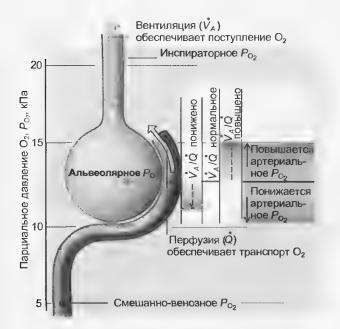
Отношение вентиляции и перфузии  $(\dot{V}_{\rm A}/\dot{Q})$  альвеолы определяет ее газовый состав (здесь показан только O<sub>2</sub>). Альвеолярная вентиляция ( $V_A$ ) определяет доставку  $O_2$  к альвеоле, перфузия ( $\dot{Q}$ ) — отправку  $O_2$  из нее с кровью. Альвеолярное  $P_{O_2}$  определяется через отношение  $V_A/Q$ . Если  $V_A$  повышает Q, т. e.  $V_A/Q$ становится пониженным, содержание О2 в альвеолярном воздухе уменьшается, альвеолярное  $P_{\mathbb{O}_2}$  снижается, а с ним — и артериальное  $P_{O_2}$ . Наоборот, альвеолярный воздух будет содержать большее количество  $O_2$  при увеличении  $V_A/Q$ . Вследствие этого альвеолярное и артериальное  $P_{\mathbb{Q}_2}$  также увеличиваются. Это представлено в правой части рисунка (левая шкала). Для  $CO_2$ при повышении  $\dot{V}_{A}/\dot{Q}$  альвеолярное и артериальное  $P_{\mathrm{CO}_{2}}$  снижаются, при уменьшении  $V_{\mathbb{A}}/Q$  — повышаются. Высокое значение  $\dot{V}_{\!\scriptscriptstyle A}\!/\dot{
